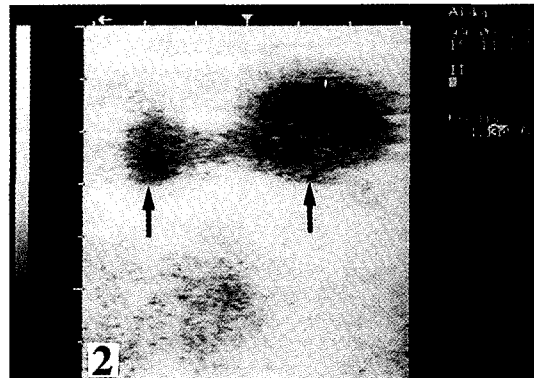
Ultrasonography of two hypoechoic parts of uterus (arrows) containing some fluid (left horn).
